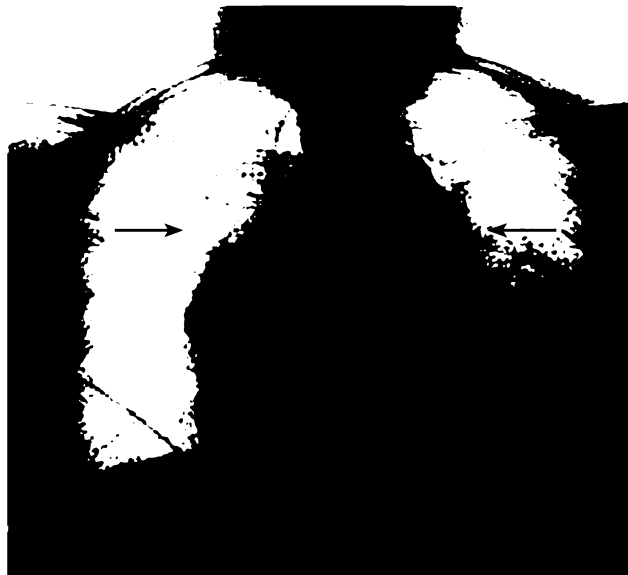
Рентгенографія органів грудної клітки у хворого з розшаровуючою аневризмою грудної аорти. Стрілками показано локальне випинання в ділянці розшарування
